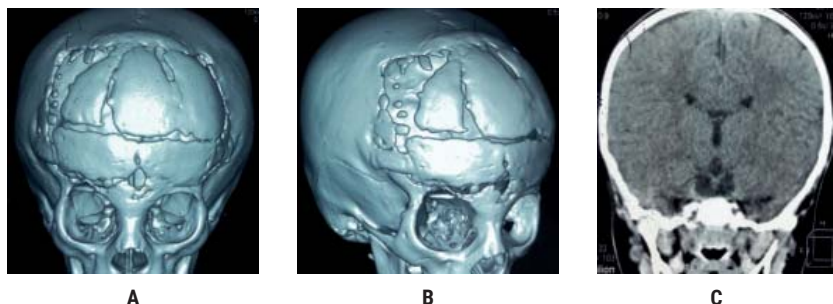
Tomografia axială computerizată cu reconstrucție tridimensională după intervenția chirurgicală (A,B,C).
